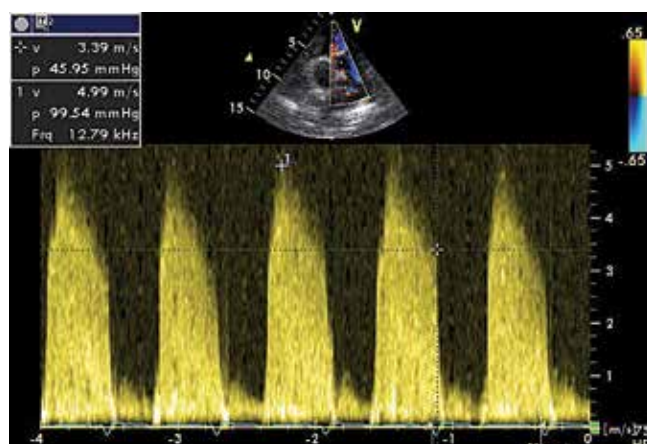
Эхокардиограмма оценки скорости потока легочной регургитации в конце диастолы
